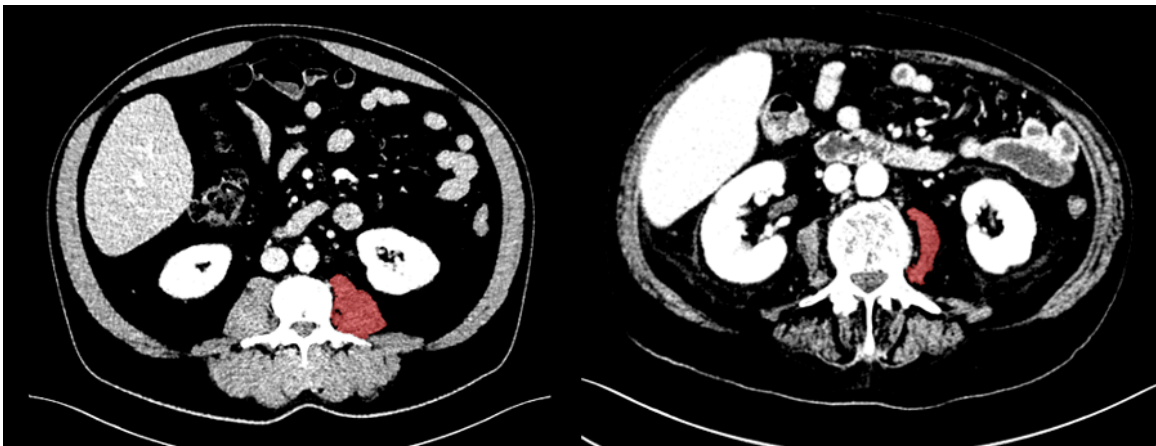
Beispiel Segmentierung des M. psoas im 3D-Slicer: Rot markiert ist der M. psoas innerhalb einer CT-Schicht auf Höhe von LWK3, zur Grundlage der Berechnung des Psoas-Muskel-Index (L3PMI). Links ein Beispiel eines hohen L3PMI, rechts ein Beispiel eines niedrigen L3PMI (CT = Computertomografie, LWK3 = dritter Lendenwirbelkörper, L3PMI = Psoas-Muskel-Index auf Höhe des dritten Lendenwirbelkörpers)
